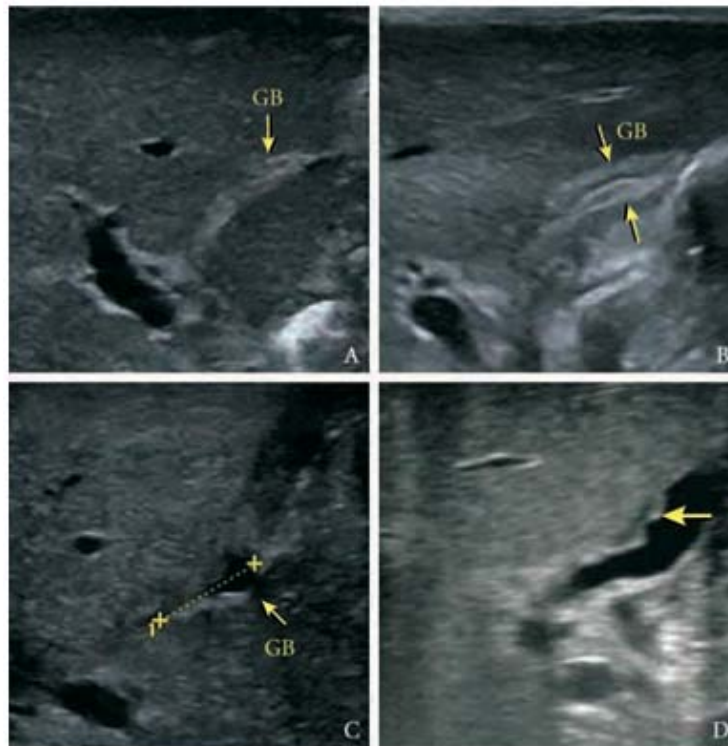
Anomalie échographique de la vésicule biliaire lors d'une AVB. A: VB atrophique visible comme une bande hyperéchogène au niveau de la fossette cystique. B: VB atrophique visible mais sans lumière. C: petite VB atrophique à paroi épaissi. D : VB de longueur et de capacité normal mais avec une paroi irrégulière [115].
